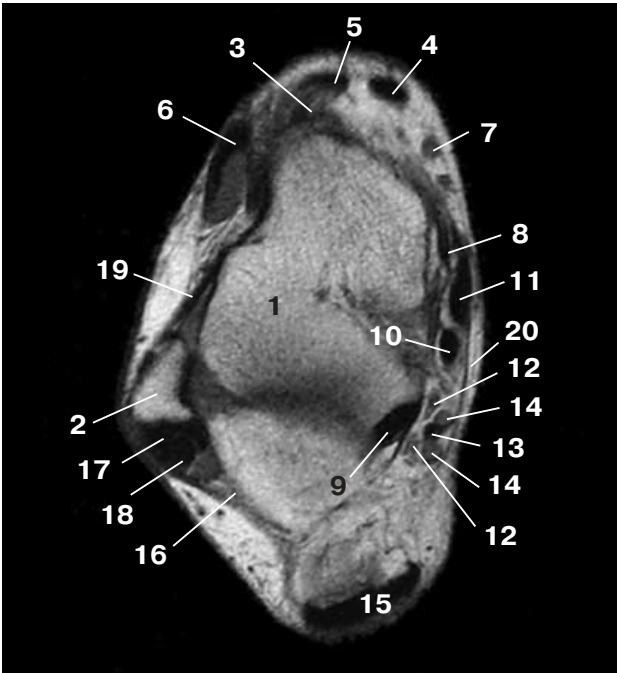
Аксиальная T1-взвешенная МР-томограмма на уровне предплюсневой туннеля. 1 – таранная кость, 2 – латеральная лодыжка, 3 – ладьевидная кость, 4 – tendo m. tibialis anterior, 5 – tendo m. extensor hallucis longus, 6 – tendo m. extensor digitorum longus, 7 – v. saphena magna, 8 – lig. tibionavicularis, 9 – m. flexor hallucis longus, 10 – m. flexor digitorum longus, 11 – tendo m. tibialis posterior, 12 – ветви n. tibialis, 13 – a. tibialis posterior, 14 – вены, 15 – ахиллово сухожилие, 16 – lig. calcaneofibulare, 17 – tendo m. peroneus brevis, 18 – tendo m. peroneus longus, 19 – lig. talofibulare anterius, 20 – retinaculum musculorum flexorum.
